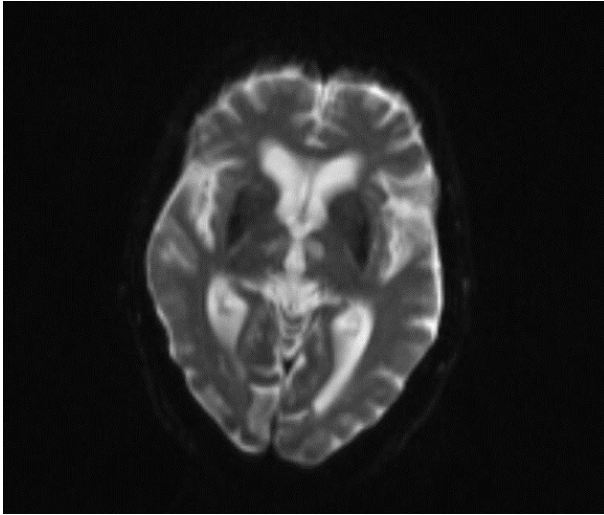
RM en difusión: Regiones bitalámicas restringen a la difusión, infarto bitalámico por probable síndrome de Percherón
